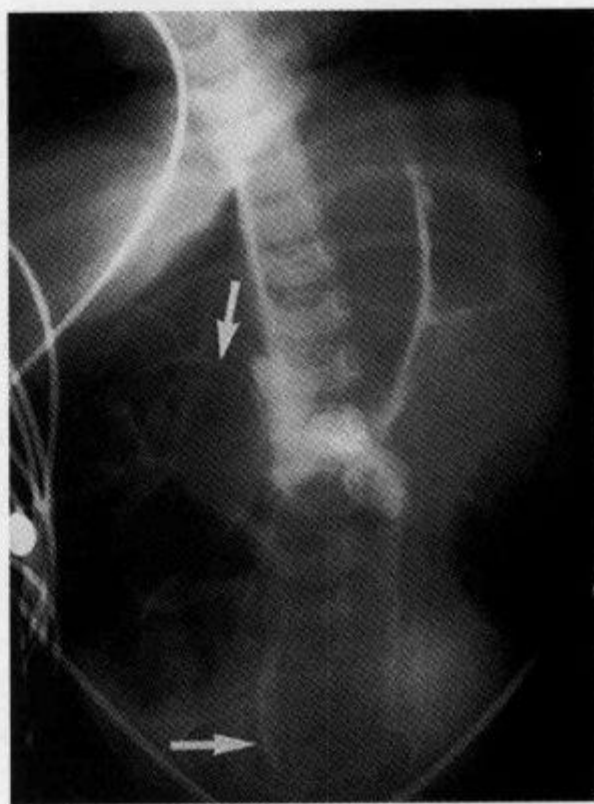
前后仰卧位腹部 X 线平片示“双壁征”
